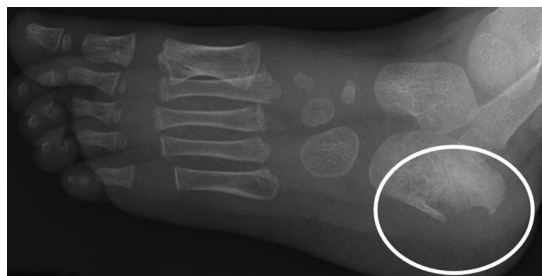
踵骨単純X線像。左踵骨に骨融解像を認めた。
